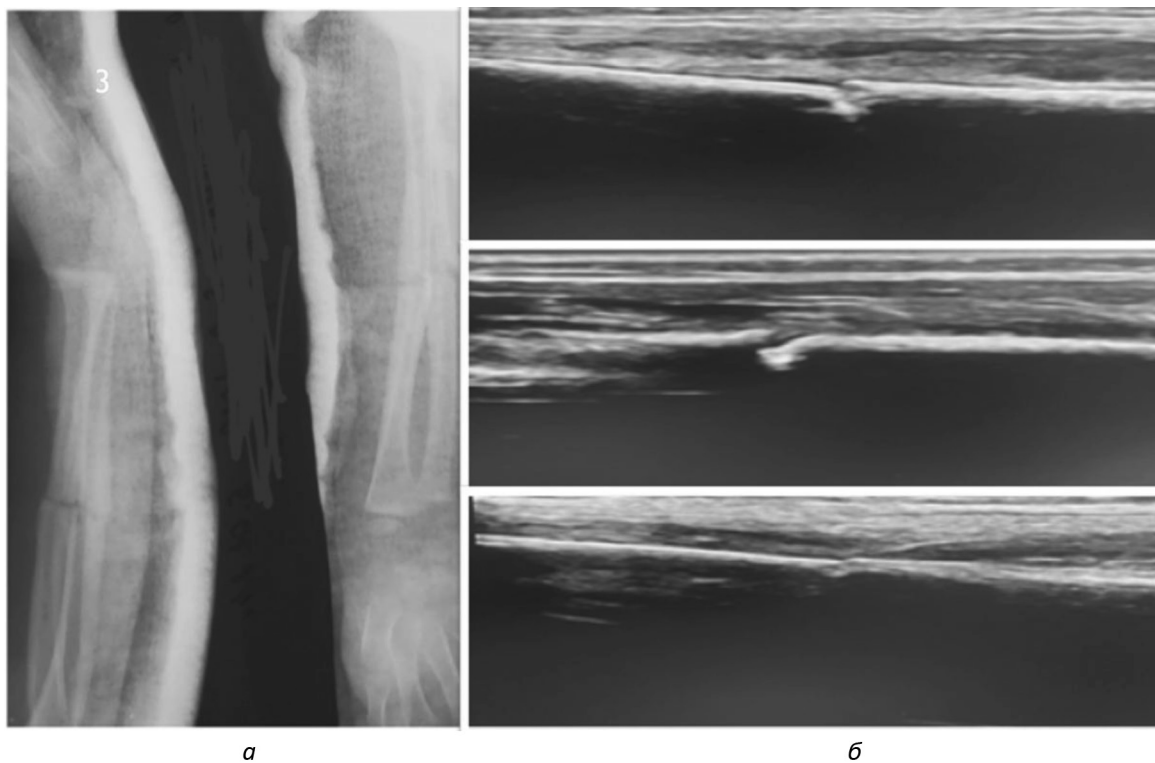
Рентгенограмма после репозиции (а), на данных ультразвукового исследования (б) представлена только лучевая кость
